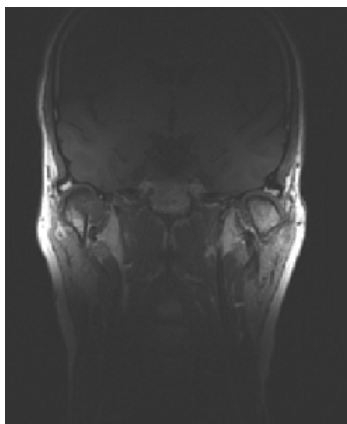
1,5-T-MRT-Aufnahme in coronarer Projektion FOV 24 x 24 cm
